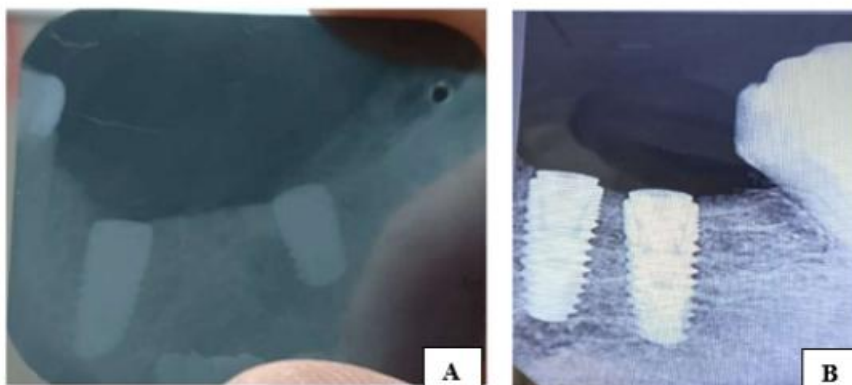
Imagen radiografica periapical: a. Imagen radiografica final de la colocación de los implantes en zona del 4.5 y 4.7; b. Imagen radiografica final de la colocación de los implantes en zona del 3.4 y 3.5
